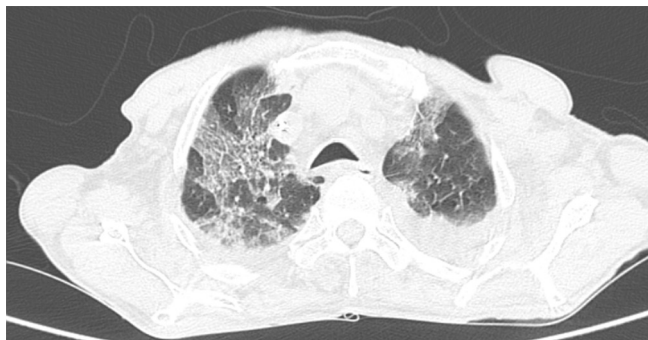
TC de tórax no 5º PO
